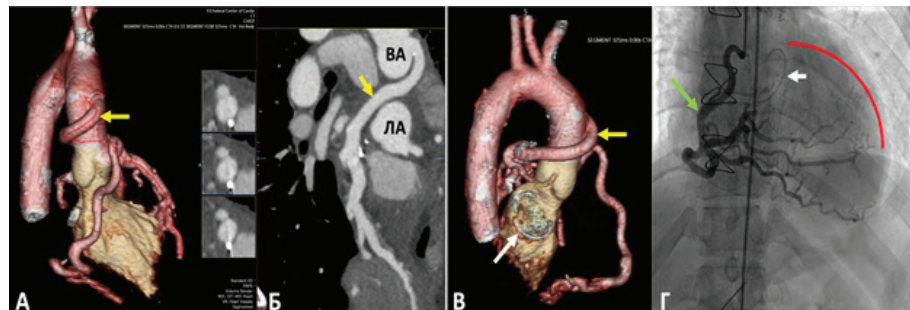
Контрольная КАГ и СКТ: А, Б и В - протез ствола ЛКА (желтая стрелка) проходит между аортой и легочным стволом, опорное кольцо митрального клапана (белая стрелка); Г - ПКА меньшего диаметра (зеленая стрелка), отсутствует ретроградное заполнение бассейна ЛКА (красная линия), тень опорного кольца митрального клапана (белая стрелка). ВА - восходящая аорта, ЛА - легочная артерия
